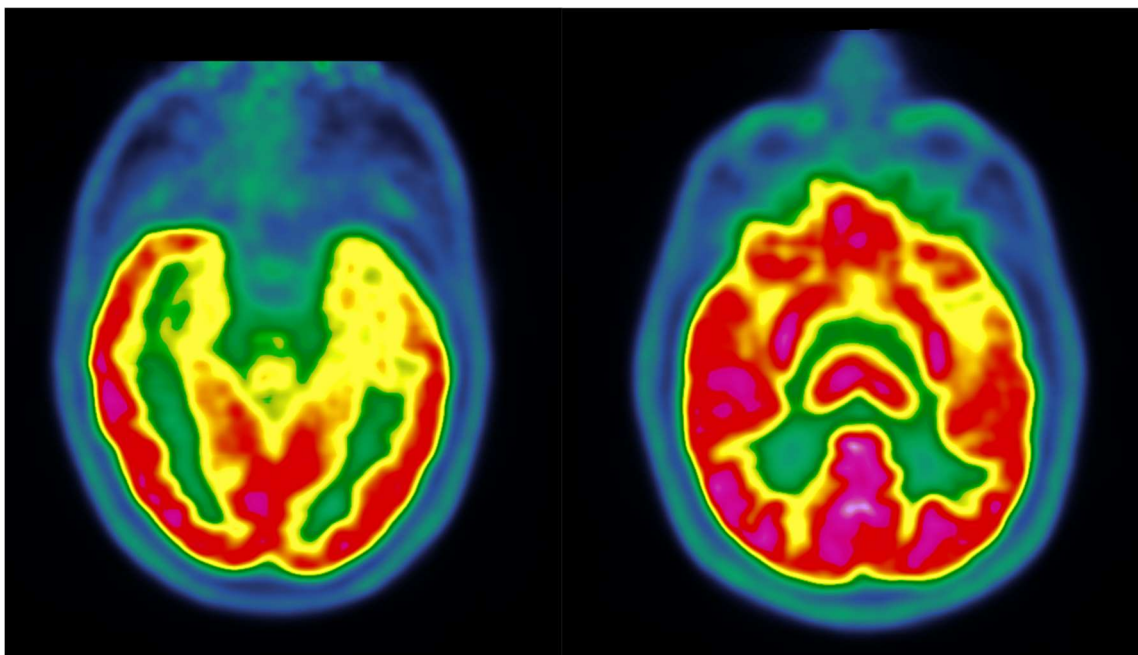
TEP au 18 FDG chez un patient souffrant d'une épilepsie amygdalienne gauche. A noter l'hypométabolisme temporopolaire et temporal interne gauche, ainsi que l'hypométabolisme thalamique gauche
